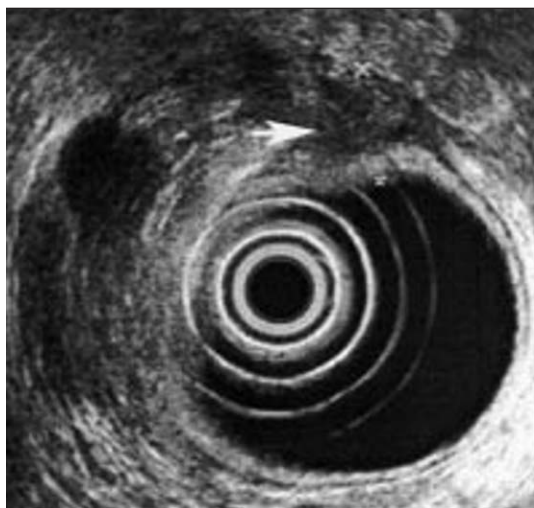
Échographie endovaginale : épaissement hypoéchogène endométriosique de la paroi antérieure du rectum ; à titre comparatif, l'aspect échographique normal de la paroi digestive est visible au niveau de la paroi postérieure du rectum.
